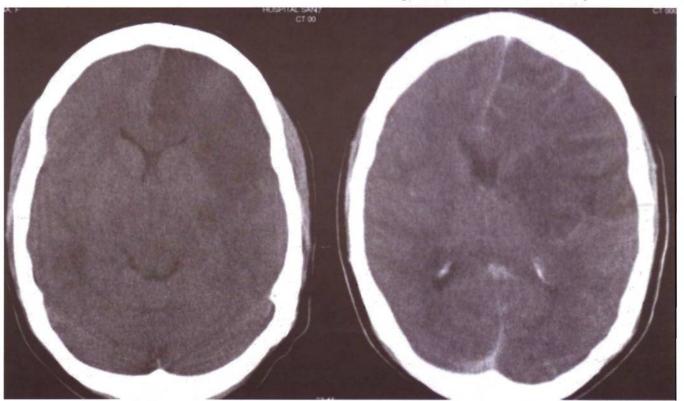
Tomografía cerebral simple y contrastada tomada a la paciente, donde se observa gran región hipodensa en el hemisferio izquierdo, frontalparietal, compatible con isquemia cerebral.
